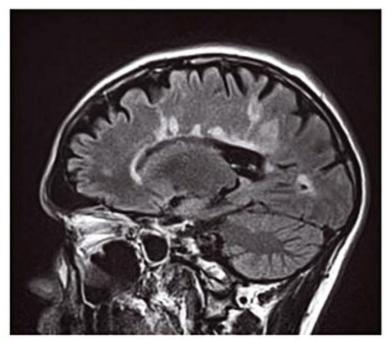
Imagem sagital por ressonância magnética (FLAIR) do encéfalo demonstrando lesões hiperintensas periventriculares compatíveis com esclerose múltipla em uma paciente do sexo feminino, de 23 anos, com déficit sensitivo em membro superior direito, ataxia sensitiva e baixa acuidade visual à esquerda.
